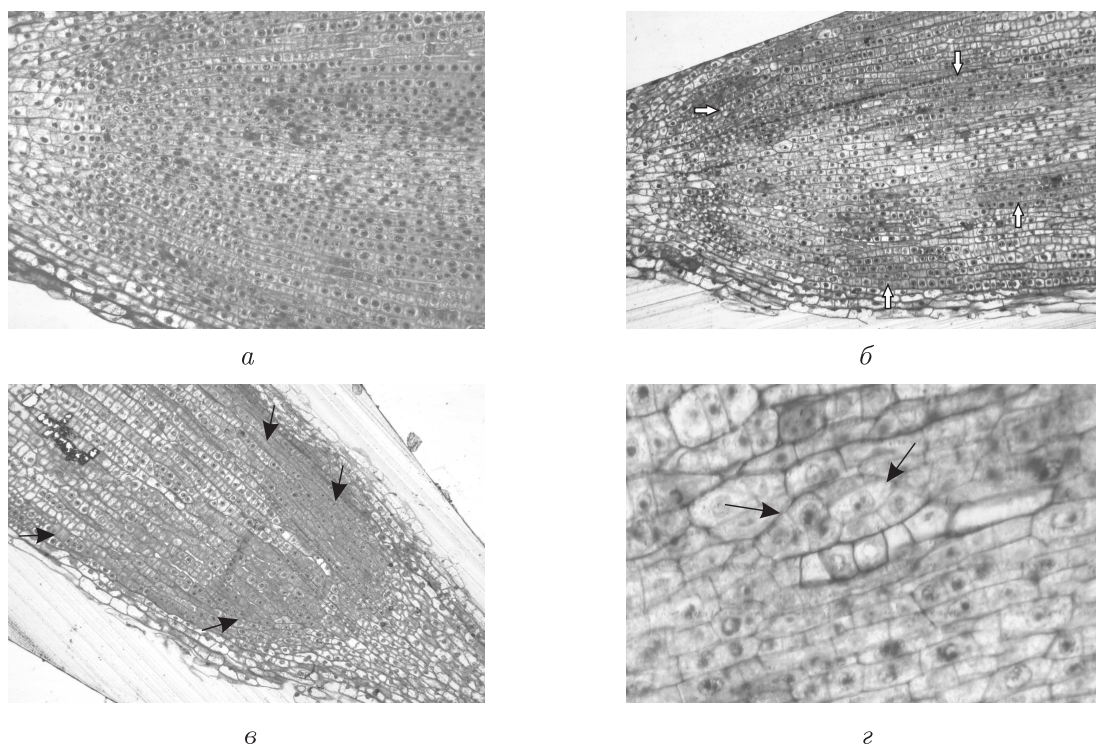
Топология клеточных рядов и восстановительные процессы в меристеме при облучении в дозах 4 и 6 Гр (*а, г* — 48 ч; *б, в* — 72 ч после облучения): *а* — топология клеточных рядов в норме, контроль; *б* — образование субпопуляций клеток в разных частях меристемы, 6 Гр (стрелками указаны локальные участки пролиферации клеток); *в* — интрузивный рост новых клеточных рядов из дистальной меристемы, 6 Гр (стрелками указаны новообразованные ряды клеток, продвигающиеся от дистальной в проксимальную часть меристемы); *г* — локальные процессы восстановления путем ограниченной тангентальной пролиферации клеток в перилеме, 4 Гр (стрелками указан участок локальной пролиферации)
